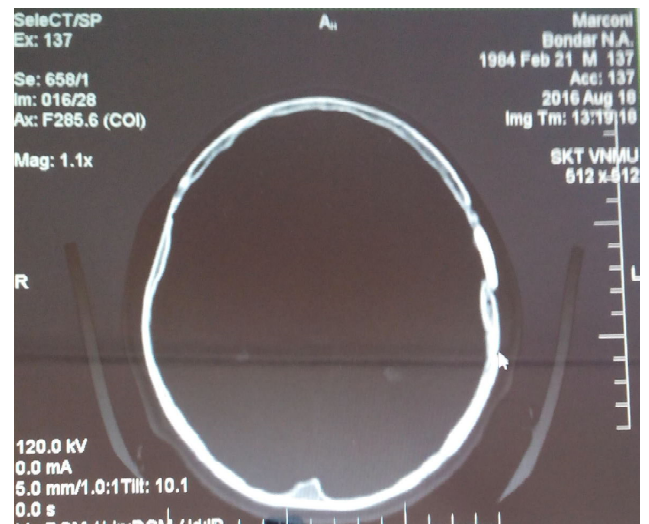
Комп'ютерна томограма хворого Б. (історія хвороби № 3412) через 5 років після краніопластики. (щільність тканин в зоні контакту кістка-імплантат за Хоулсфілдом - 913 HU).
